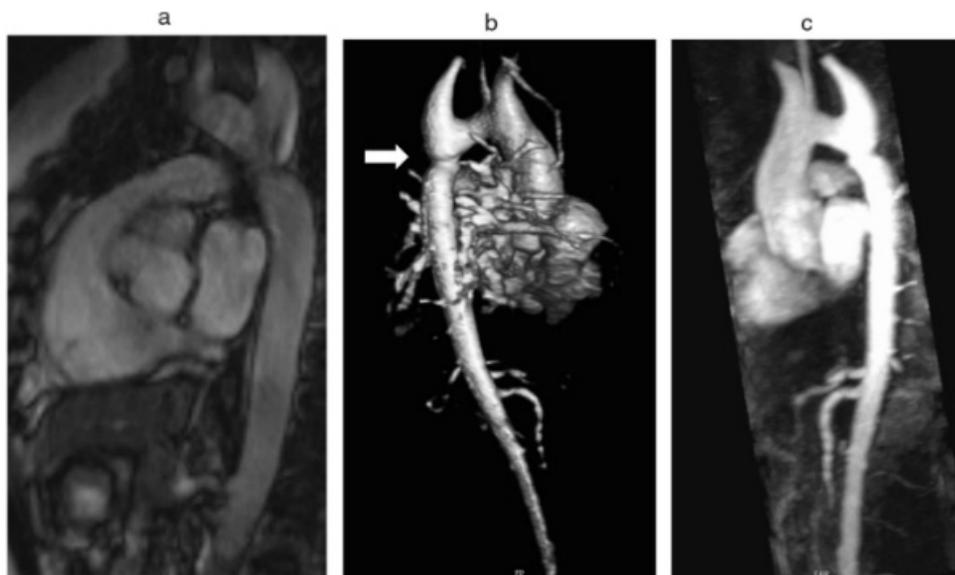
coarctação da aorta (seta branca) em uma mulher com ST de 24 anos de idade em diferentes projeções: a) imagem de ressonância cinemagnética oblíqua sagital-oblíqua; b) aortografia por ressonância magnética renderizada por volume (vista posterior-oblíqua); c) projeção de intensidade máxima por ressonância magnética (vista sagital-oblíqua)
